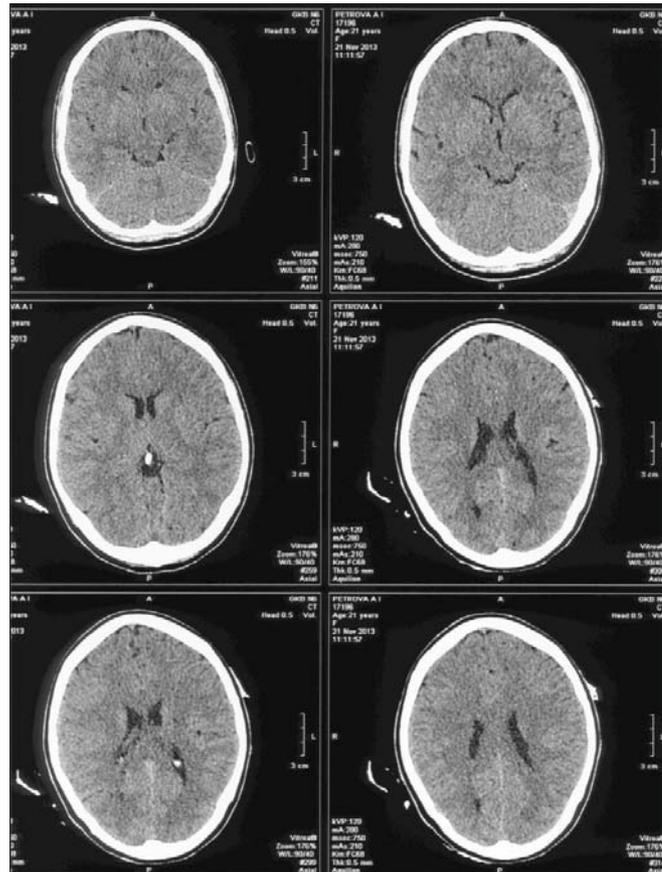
КТ головного мозга больной П., 21 года. Киста правого полушария: в затылочной доле справа — гиподенсивный очаг 4,7–8,6 мм, плотностью 8 ед. Н, с четким контуром
